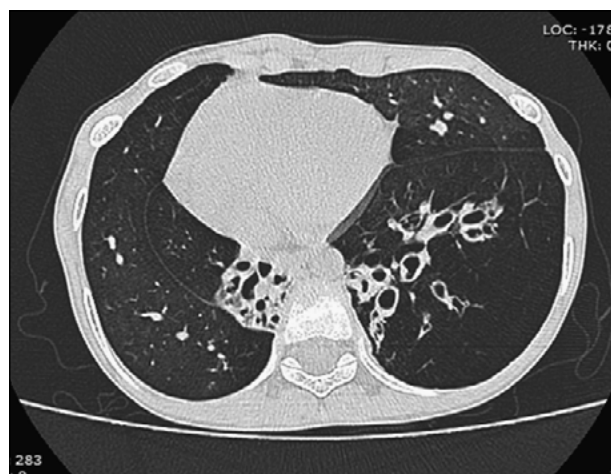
Tomografía Computada de tórax de alta resolución. En este corte se observan bronquiectasias bilaterales e imágenes en mosaico en campo pulmonar izquierdo.
